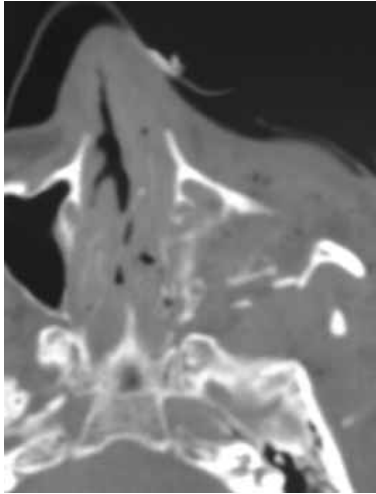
TAC orbitario mostrando estallido orbitario y de seno maxilar izquierdo tras accidente laboral.
